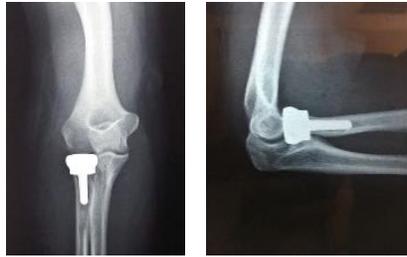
Radiografía de articulación del codo, posterior a la colocación de prótesis de cúpula radial.
